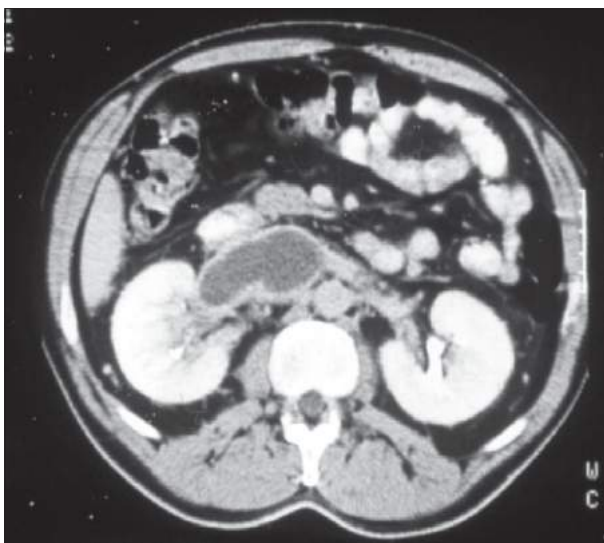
Tomografia computadorizada demonstrando tumor renal com trombo preenchendo a veia renal direita. (Permissão de Netto Jr. NR.)
